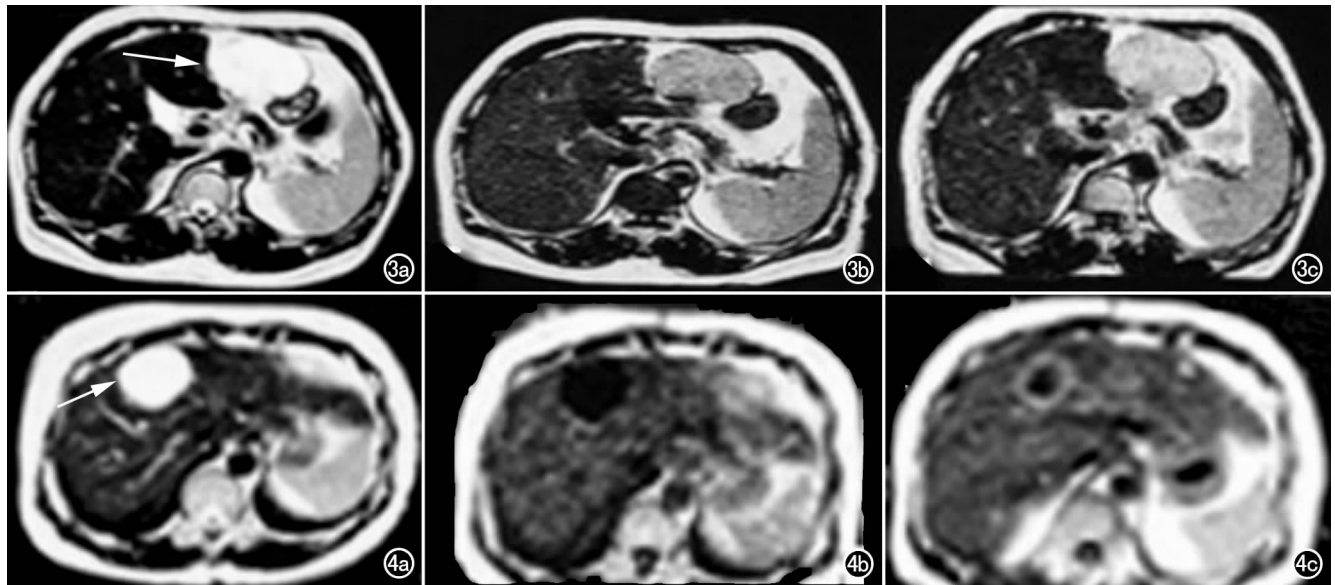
肝血管瘤。a) T_2 WI 病灶呈明显高信号(箭); b) FLAIR 序列, $TI=1500$ ms; c) FLAIR 序列, $TI=1700$ ms, FLAIR 信号较 TI 为 1500 ms 时呈逐渐升高趋势, 其信号不被抑制。图 4 肝囊肿。a) T_2 WI 病灶呈明显高信号(箭); b) FLAIR 序列 ($TI=1700$ ms) 信号为低信号; c) $TI=1900$ ms 时 FLAIR 信号抑制不完全。
